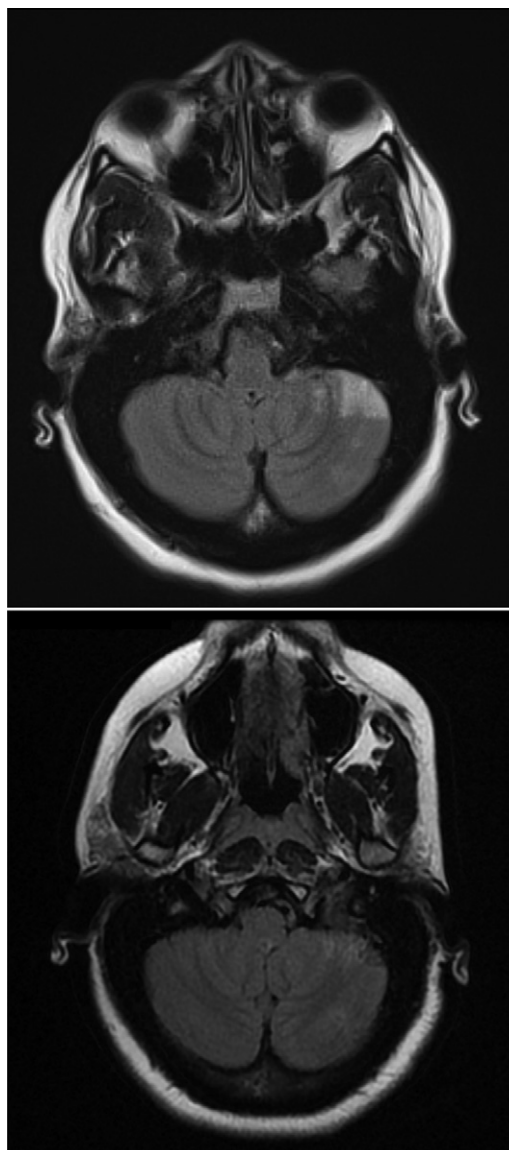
IRM des 16 fev. et 17 mars montrant l'évolution après traitement.
